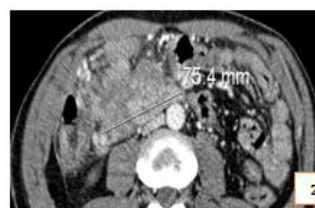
TDM abdominale (C+) en reconstruction axiale, et sagittale montrant une masse intra péritonéale rehaussée en périphérie avec nécrose centrale.
